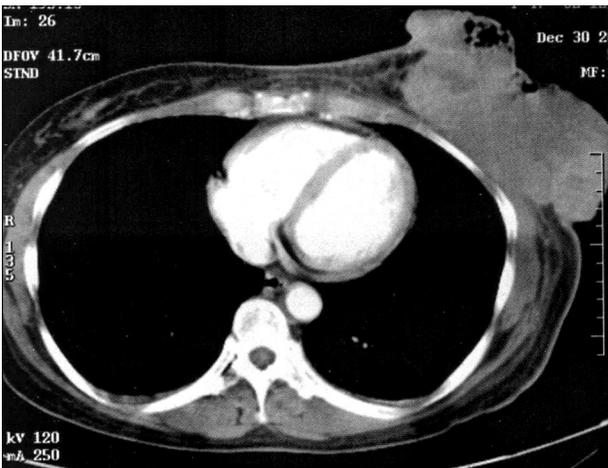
Computed tomography. The huge mass invaded the pectoralis major. There was no evidence of lung metastasis.
